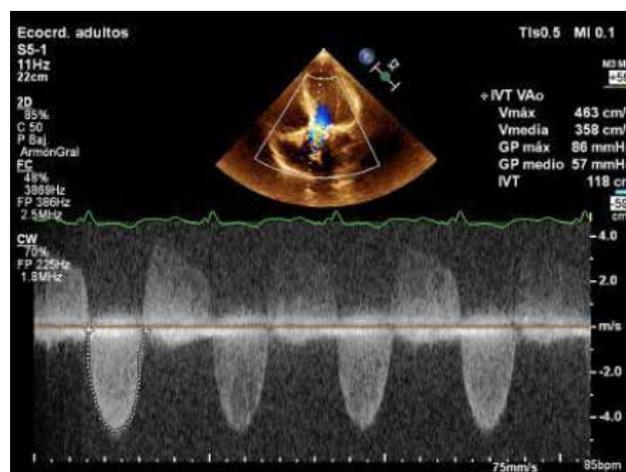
Espectro Doppler continuo (CW) en vista apical 4 cámaras alineados con el eje transvalvular aórtico donde se evidencia estenosis severa por velocidad máxima 4.63 m/s y gradiente medio de 57 mmHg.
